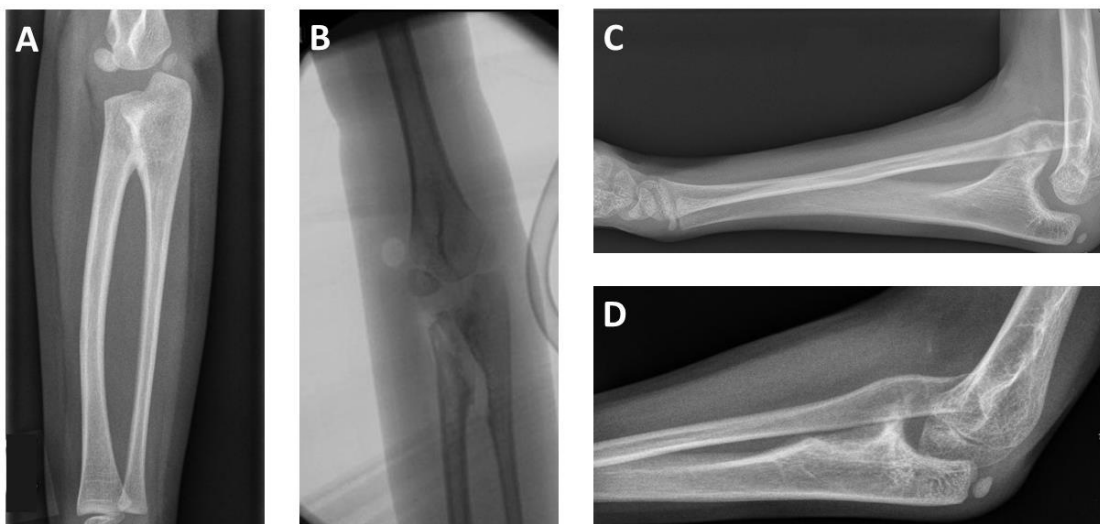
A: a.p. Röntgenbild von Patient 7 mit einer kRUS. Die Synostose zwischen prox. Radius und Ulna ist deutlich, das Radiusköpfchen nicht abgrenzbar. B: Selber Patient intraOP Durchleuchtung nach Synostosenresektion. C: Seitliches Röntgenbild von Patient 5 mit kRKL aufgrund einer großenprogredienten, rezidivierenden Exostose. Diese wurde zweimalig reseziert, die Luxationsstellung des Radiusköpfchen konnte nicht verbessert werden (D).
